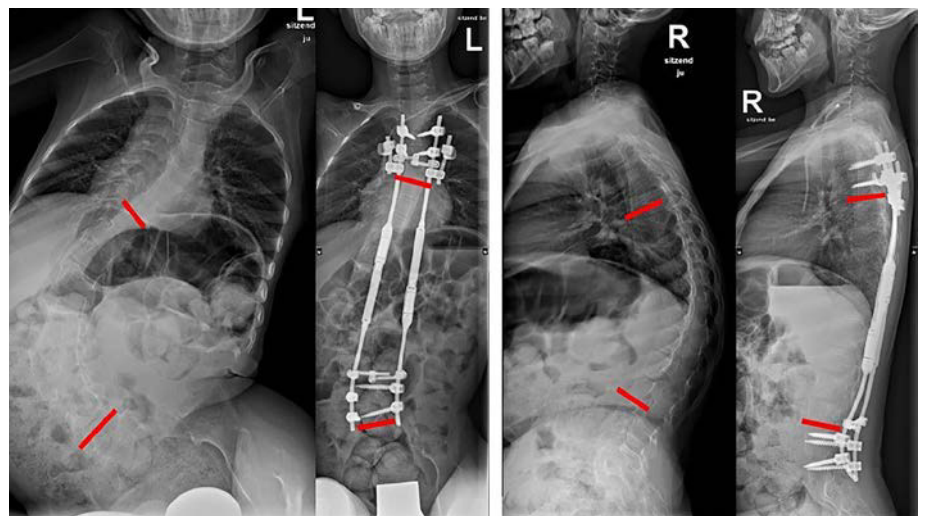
Prä- und postoperative Röntgenbilder eines 10-jährigen Burschen mit spinaler Muskelatrophie. Es erfolgte die Implantation magnetisch distrahierbarer Stäbe mit Verankerung über Pedikelschrauben und Rippenhaken. Sowohl Skoliose und Beckenschiefstand als auch Kyphose konnten reduziert werden
